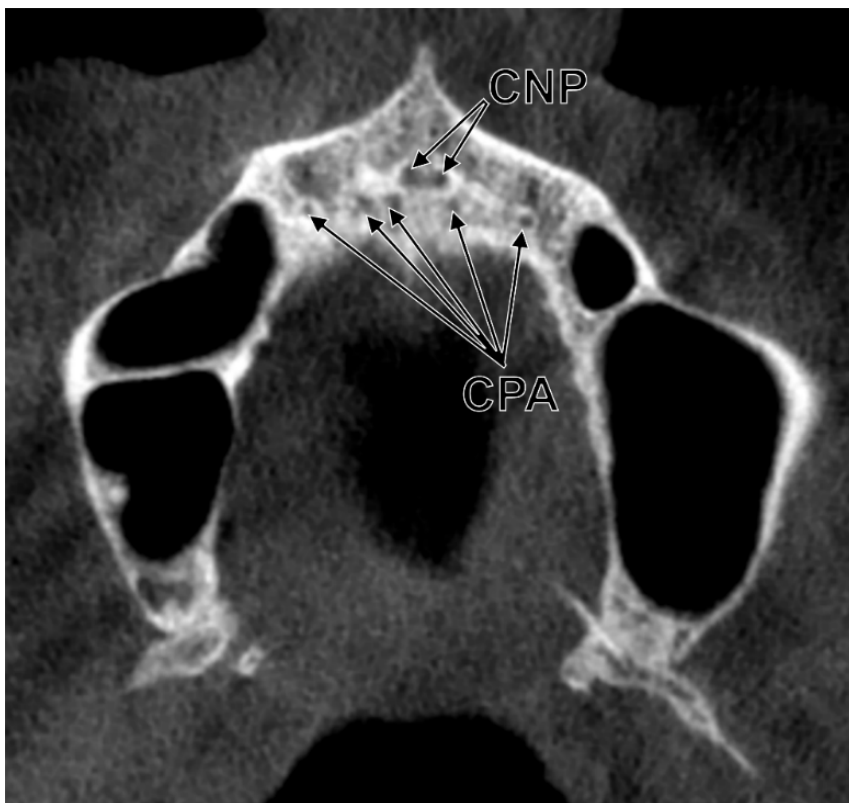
Secțiune CBCT axială prin porțiunea anterioară a palatului dur. CNP: canalul nasopalatin, cu 2 deschideri inferioare; CPA: canale palatine accesorii.
